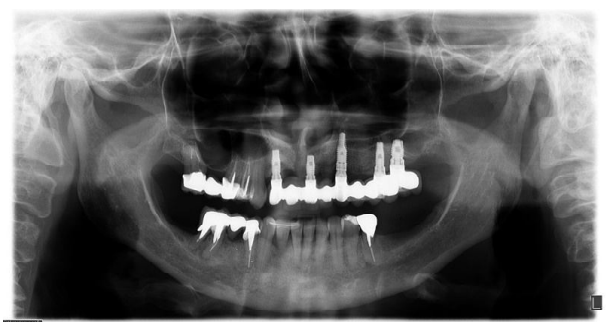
Radiografia panorâmica, oito anos após o tratamento.
